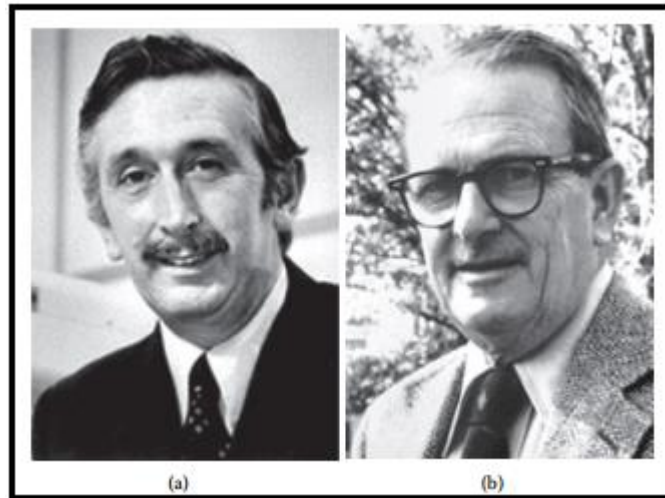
Inventores de CT de rayos X: Godfrey N Hounsfield (a) y Allan M.Cormack (b) [37].
